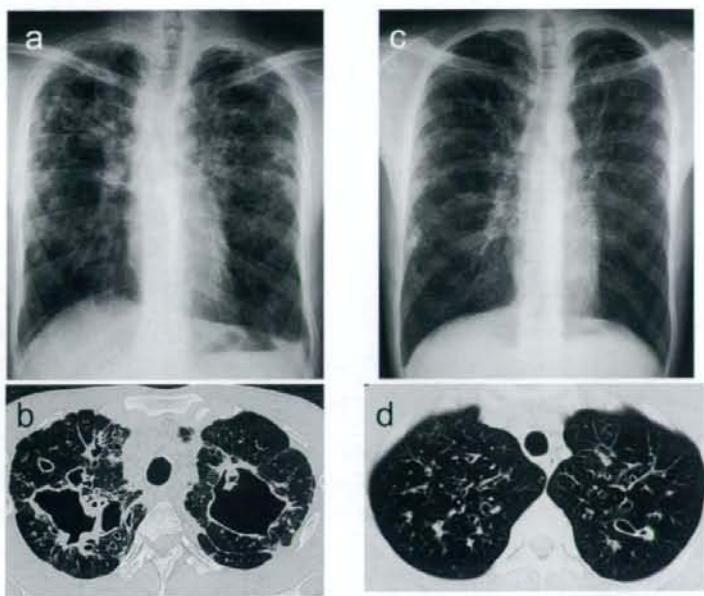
CFTR 関連疾患兄弟例の胸部X線写真とCT画像
